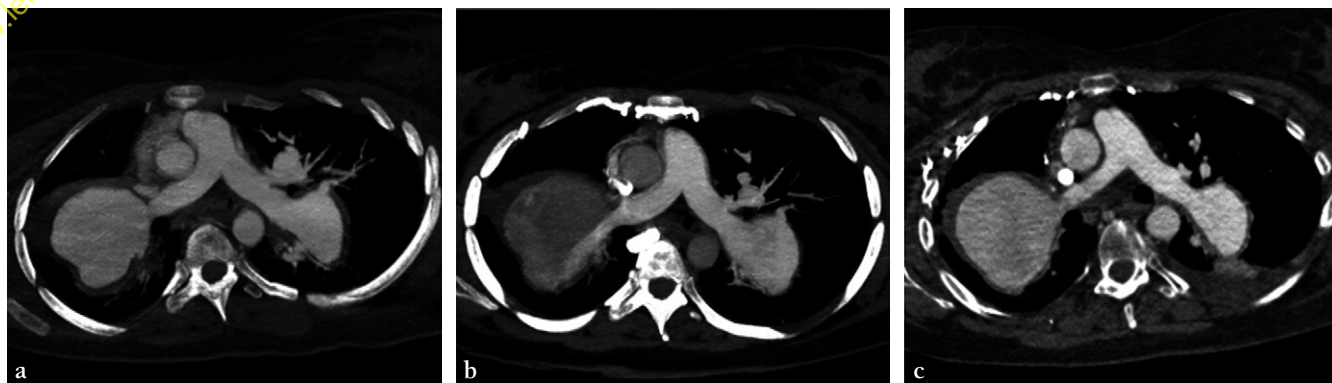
Angio-TDM thoracique chez une patiente de 34 ans ayant une maladie de Behçet (syndrome de Hughes-Stovin). (a) Scanner à l'admission montrant un volumineux anévrisme tronculaire droit (65 mm), un autre anévrisme de l'artère lobaire inférieure gauche (40 mm) et une thrombose cave supérieure. Absence de modification de la taille des anévrismes ou de thrombose intra-anévrismale à 4 mois (b) et 9 mois (c) d'évolution sous traitement.
